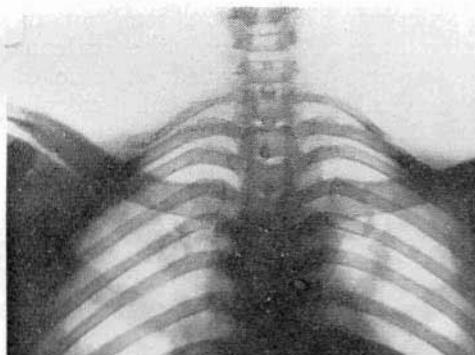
Radiografía de frente. Imagen de costilla cervical bilateral. En el lado derecho artrodia con la primera costilla.
